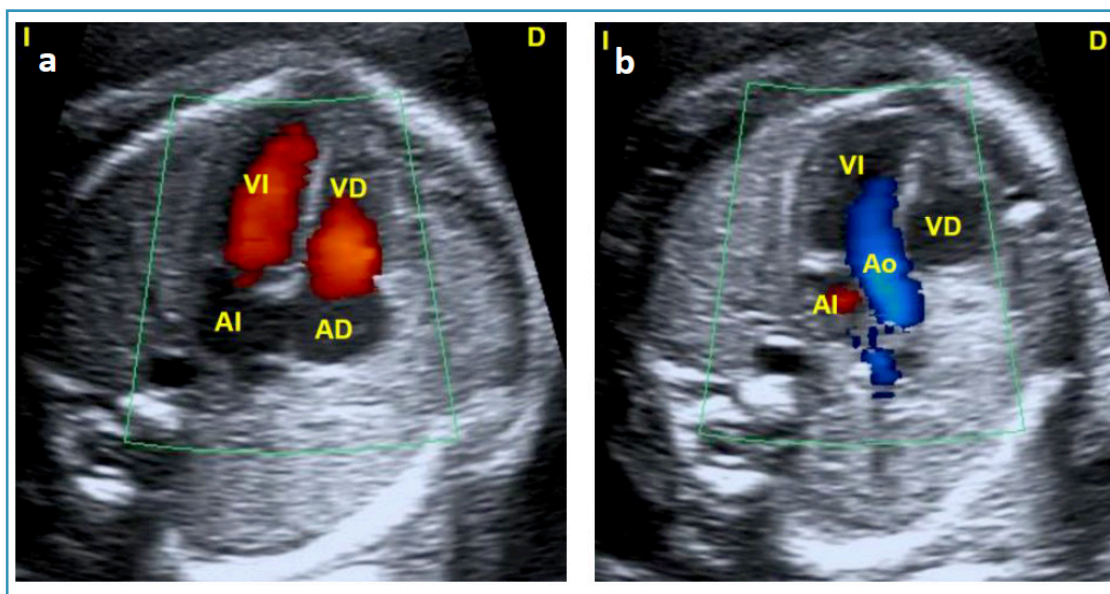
Doppler color. a. Corte de 4C con flujo anterógrado a través de las válvulas aurículo-ventriculares, rellenándose adecuadamente ambos ventrículos. b. Tracto de salida del ventrículo izquierdo (VI) con flujo transaórtico anterógrado, laminar que descarta patología valvular aórtica (estenosis/atresia). AD: aurícula derecha. AI: aurícula izquierda. VD: ventrículo derecho. D: derecha. I: izquierda.
